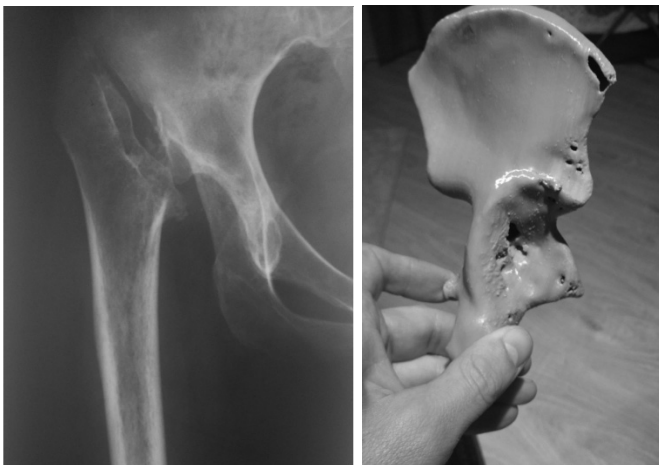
Рентгенограма лівого кульшового суглоба хворої М.: а) до оперативного втручання; б) пластиків прототип кульшової западини: виявлено кісткові дефекти II В за W.G. Paprosky [14]
